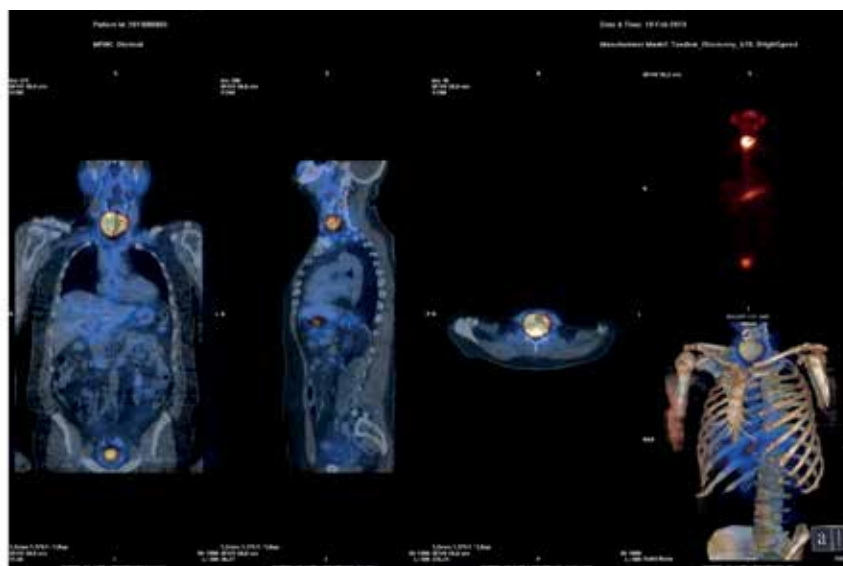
ОФЭКТ/КТ после введения лечебной активности  $^{131}\text{I}$ : накопление радиоизотопа в 2 участках остаточной тиреоидной ткани
